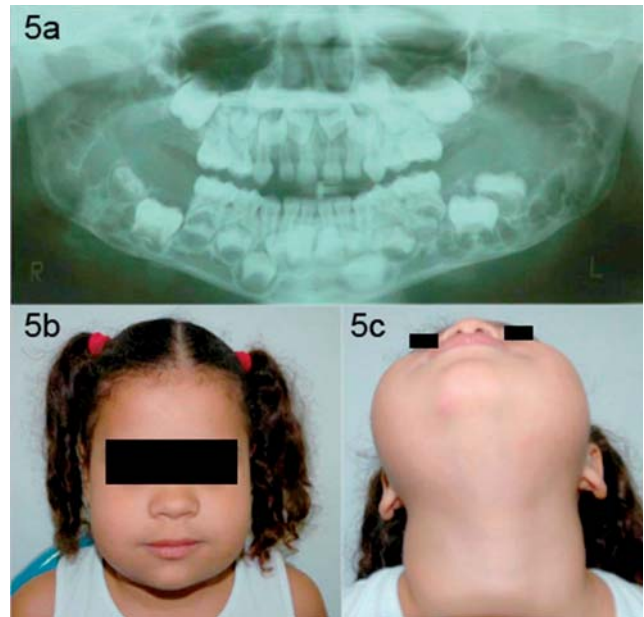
Radiografia panorâmica inicial (envolvimento nos quatro quadrantes) / 5b: Vista frontal da paciente / 5c: Vista inferosuperior da paciente.
